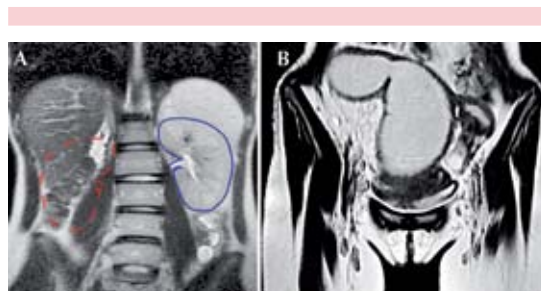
A) Resonancia magnética, corte coronal en T2, donde se aprecia la agenesia renal derecha, con el riñón izquierdo discretamente hipertrófico. B) Resonancia magnética potenciada en T1, corte coronal donde se aprecia una colección de líquido hiperintensa en la cavidad uterina izquierda y en la trompa uterina izquierda, sugerente de hematometocolpos con hematosalpinx.
